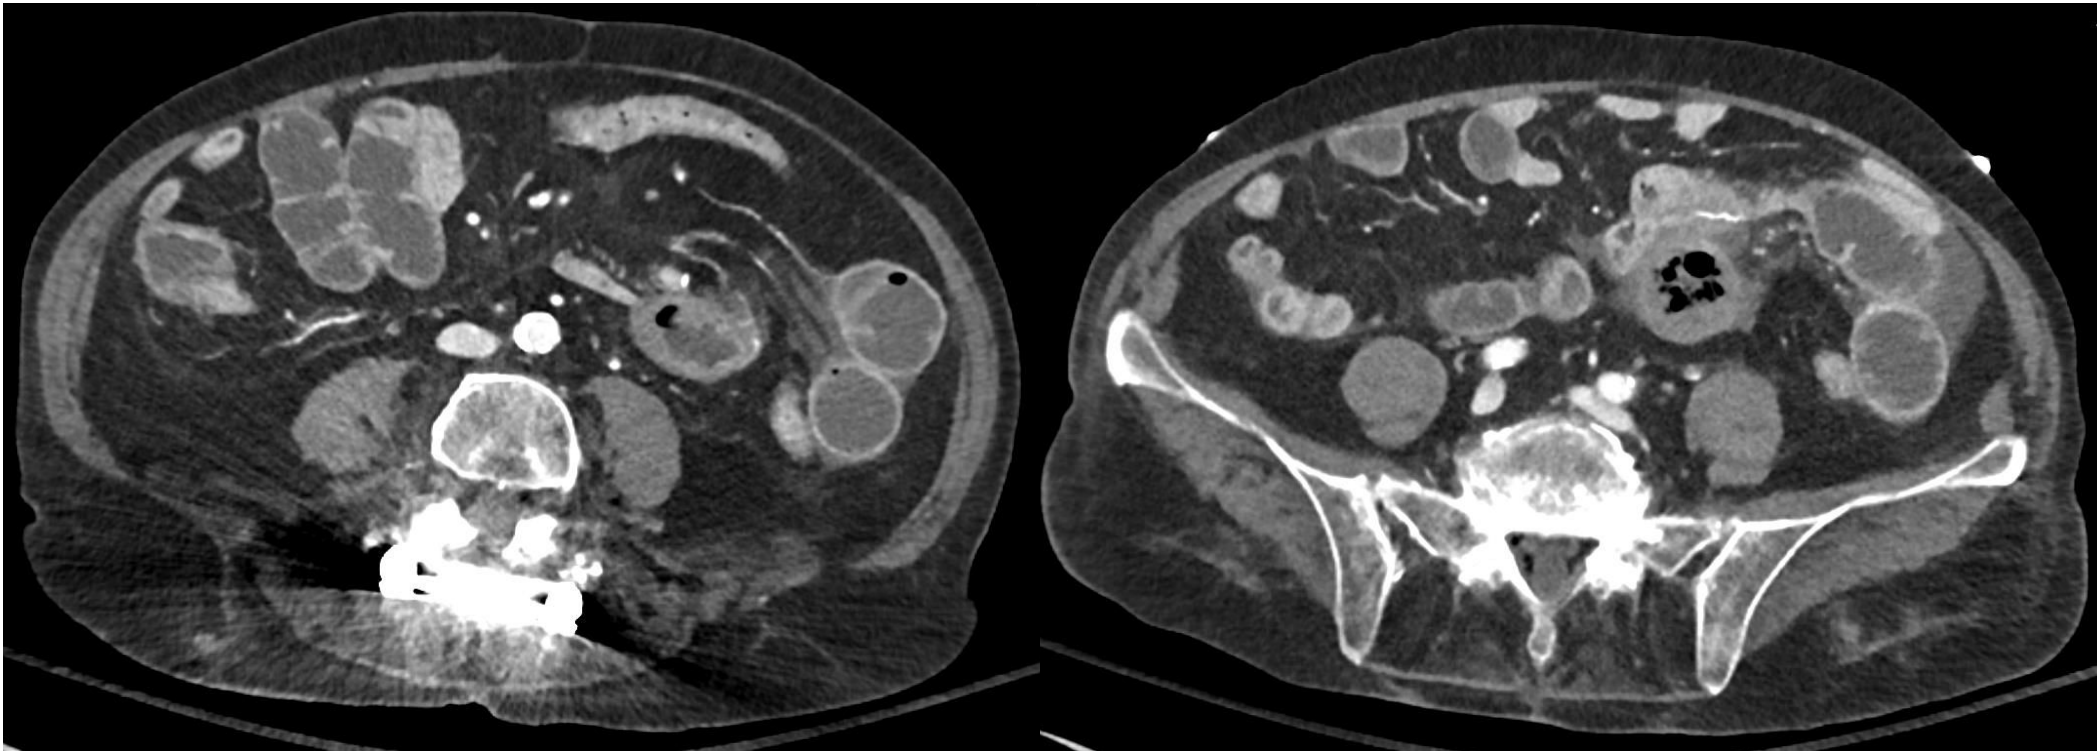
TC de abdomen con contraste EV en fase portal en una paciente con antecedente de una gastrectomía subtotal con reconstrucción en Y de Roux. Se observan signos de oclusión en asa cerrada, con contenido fecalizado, abundante edema de la submucosa y congestión mesentérica. En quirófano se confirmó la herniación de la asa alimentaria a través de un defecto del mesenterio.
